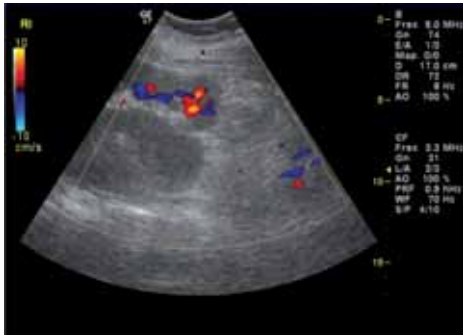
Ecografía con patrón clásico de angiomiolipoma.
